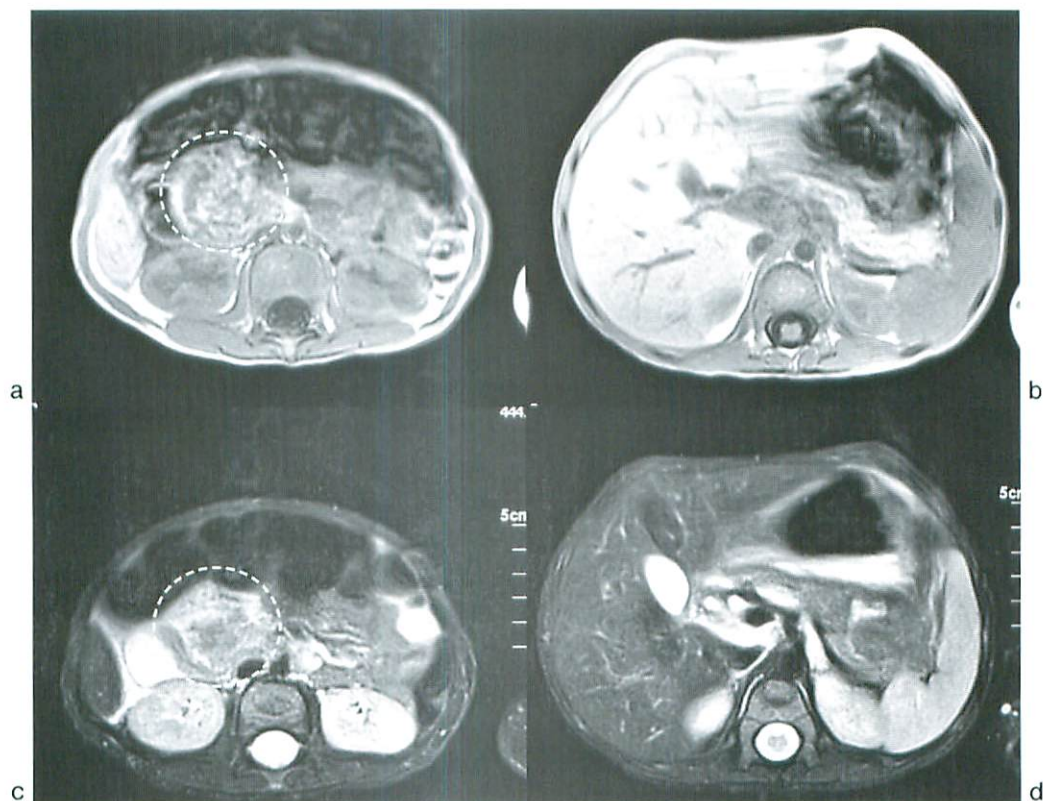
MRI of the Abdomen
